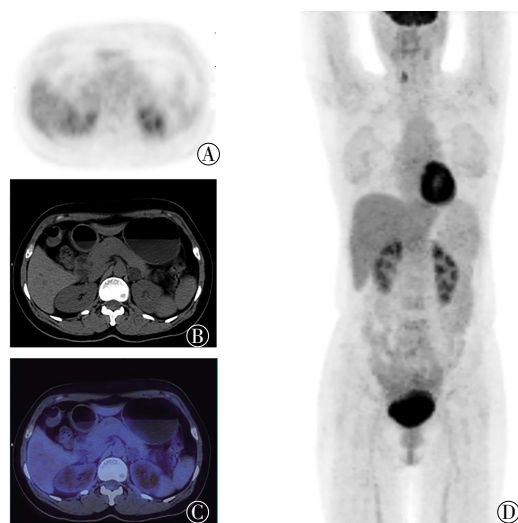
左侧肾上腺良性结节 ^{18}F -FDG PET/CT 显像图 患者女性, 39 岁。图中, A~D: 分别为 PET 图像、CT 横断面图像、PET/CT 融合图像和 PET 显像最大密度投影图像, PET/CT 显像示左侧肾上腺结节糖代谢无异常增高, 大小为 2.1 cm×2.0 cm, CT 值为 5.3 HU, $SUV_{max}=2.4$, SUV_{max} 比值为 0.89, 随访 18 个月左侧肾上腺结节未见明显变化。FDG: 氟脱氧葡萄糖; PET: 正电子发射断层显像术; CT: 计算机断层摄影术; SUV_{max} : 最大标准化摄取值。
